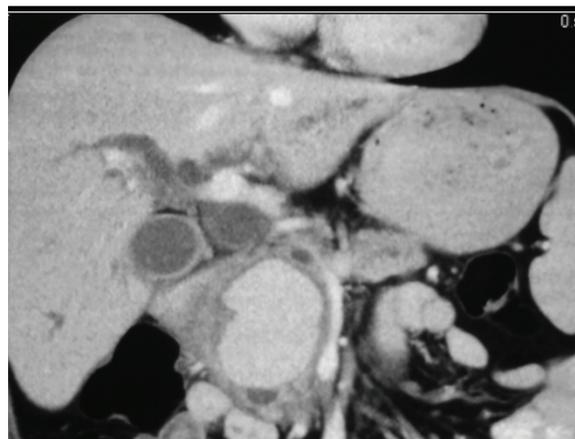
б. Компьютерная томограмма того же больного (венозная фаза). Образование в головке железы стало гиперденсным за счет поступления в него контрастного вещества, что свидетельствует о кровотечении в полость кисты
